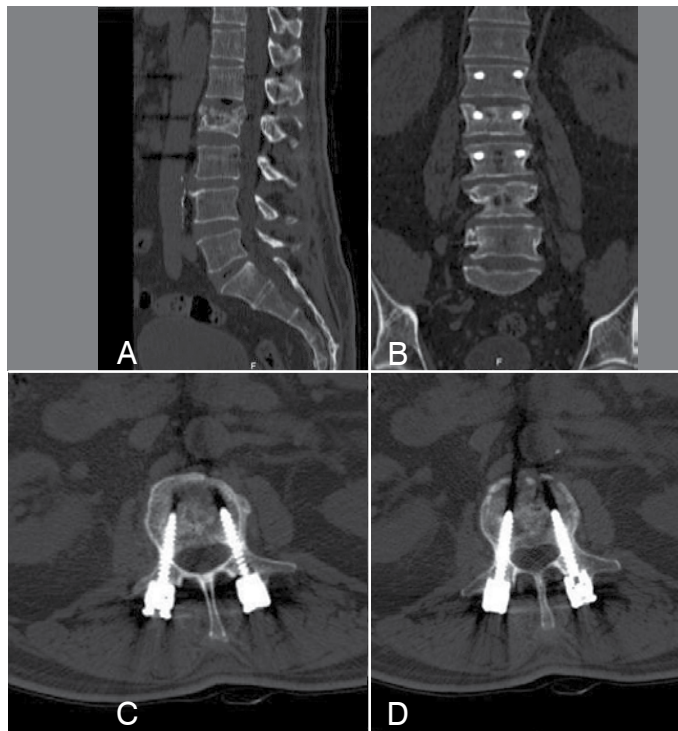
TAC pós-operatório de fratura de L2 tipo "burst". A) Sagital; B) Coronal; C e D) Axiais.
